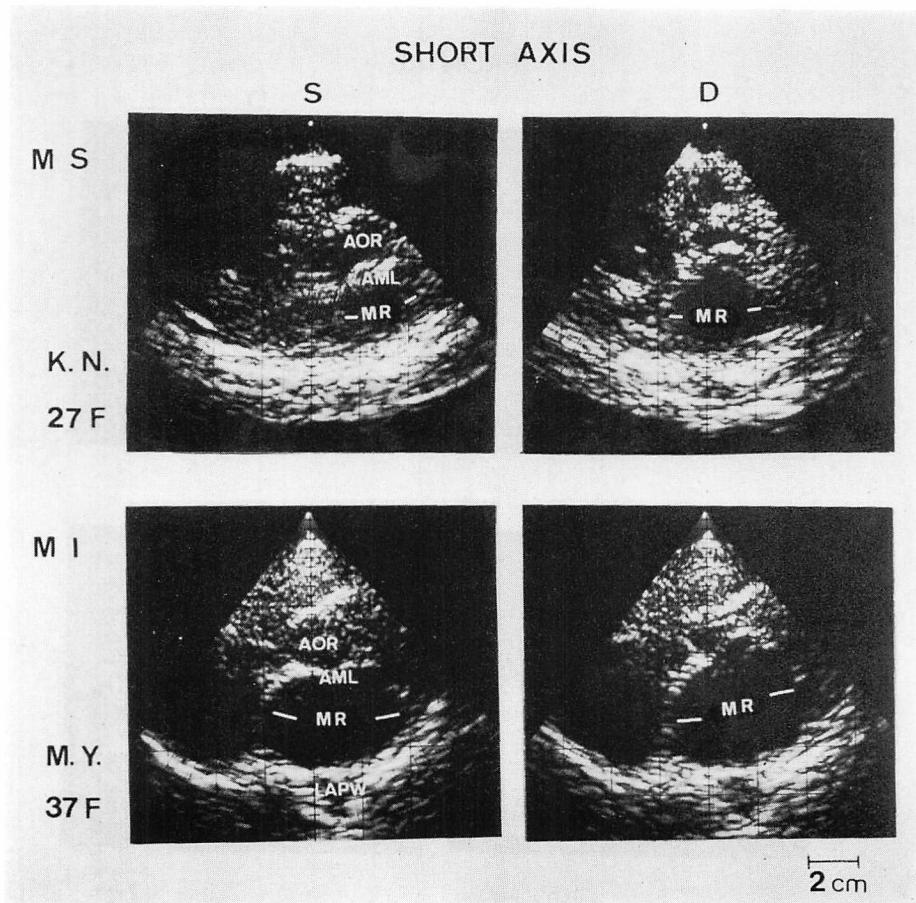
Cross-sectional echocardiograms in the short axis view.
